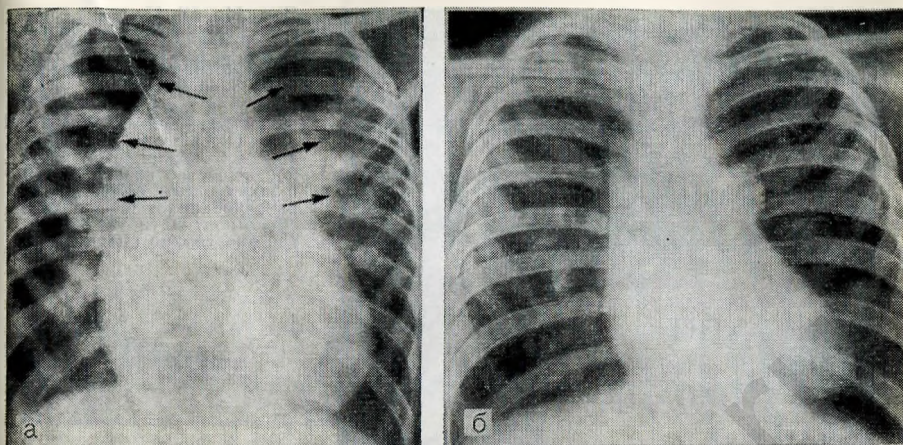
57. Рентгенограмма грудной клетки больного с полным аномальным дренажем легочных вен в верхнюю полую вену.
